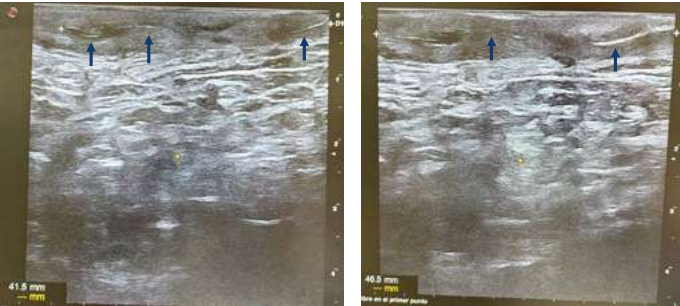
y 3. Imágenes de Ecografía en las que se aprecia el signo del doble rail (marcado con flechas rojas), indicativo de la presencia de una fístula epitelizada. También se muestra la medición de la fístula (esquina inferior izquierda de ambas imágenes).
